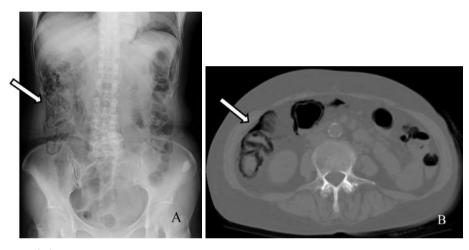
(A) Abdominal radiography on admission showed intraluminal air along the entire wall of the ascending colon. (B) Computed tomography of the abdomen on admission showed gas in the wall of the ascending colon.
